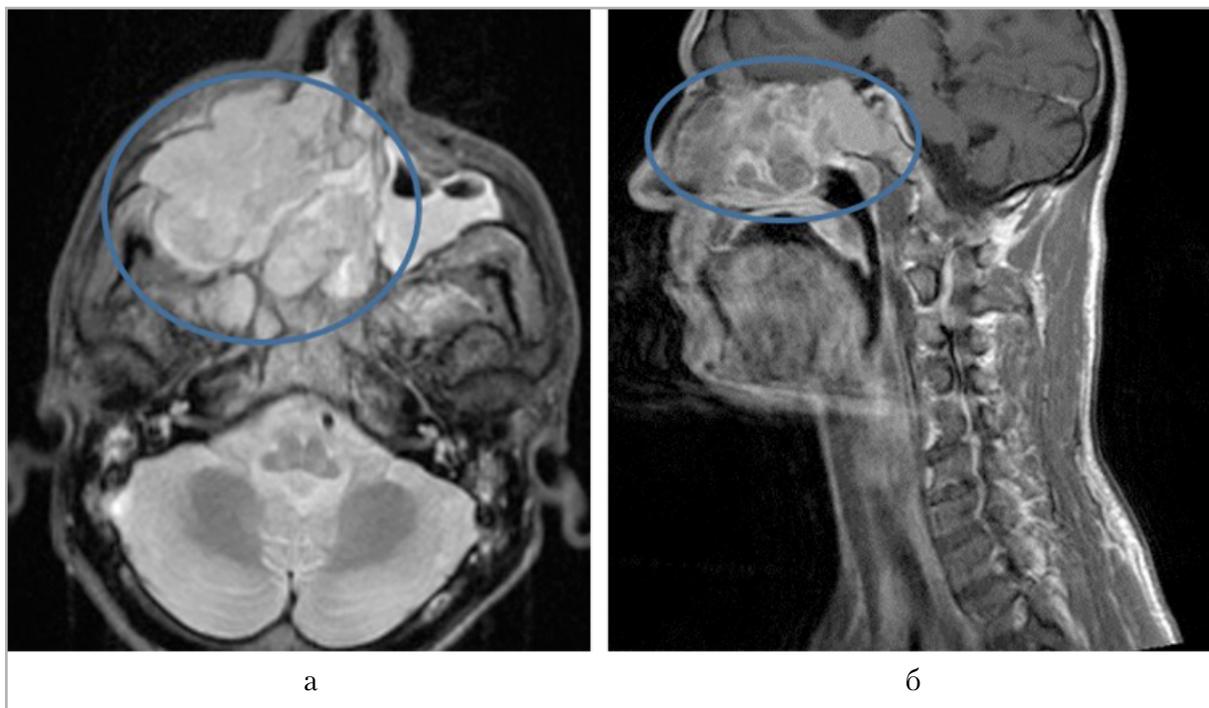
Магнитно-резонансная томография шеи, T-2 tirm ВИ в аксиальной (а), сагиттальной (б) проекциях. Образование правой верхнечелюстной пазухи, распространяющееся в мягкие ткани скуловой области, в полость правой орбиты, на ячейки решетчатой кости с обеих сторон, в обе половины лобной пазухи, в полость носа, разрушающее все костные структуры носовой полости, а также медиальную стенку левой гайморовой пазухи, с частичной инвазией кзади в основную пазуху и крылонебную ямку
